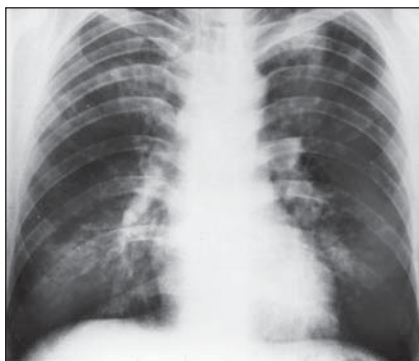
Рентгенологічна картина легенів хворого С. при надходженні до відділення
